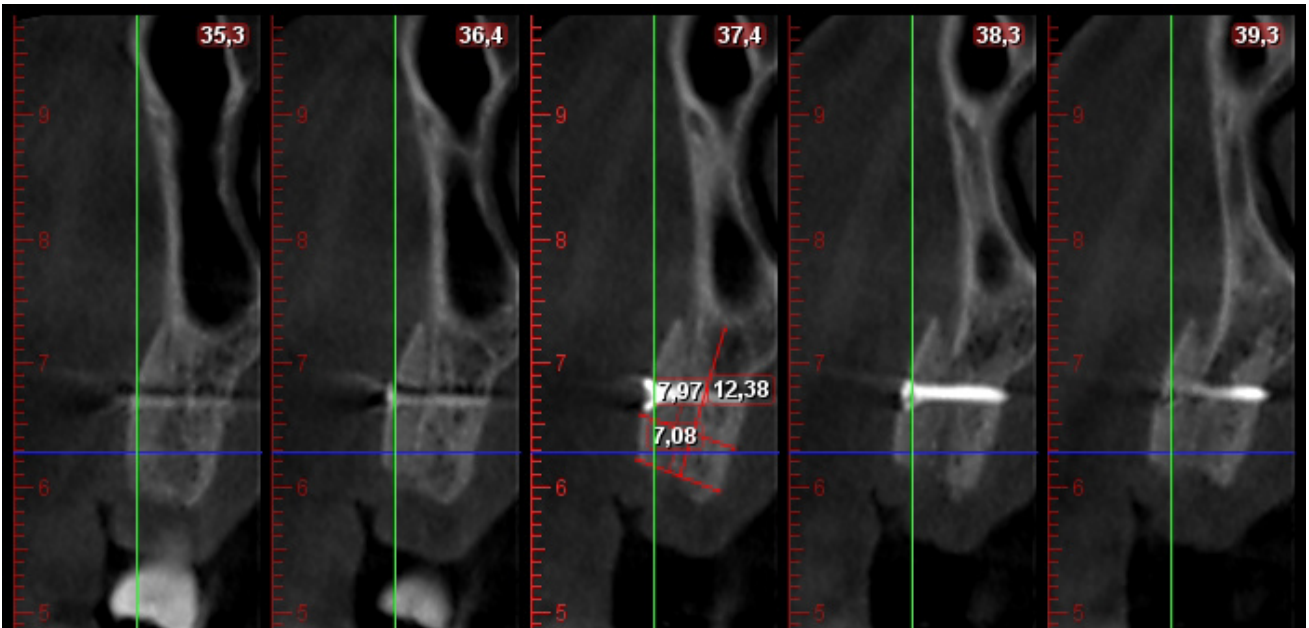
Coupes axiale et para-sagittales et reconstruction 3D frontale 3 mois après la ROG (Cone Beam, logiciel Romexis)
